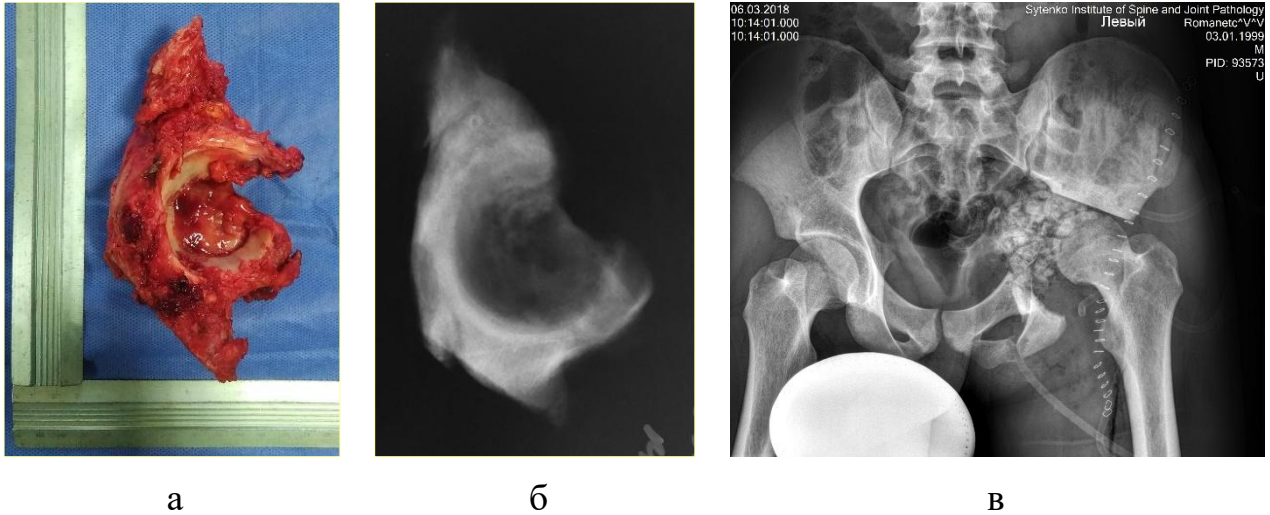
Фото (а) та рентгенограма (б) видаленого препарату періацетабулярної ділянки кісток тазу, післяопераційна рентгенограма тазу (в) пацієнта Р., 19.
